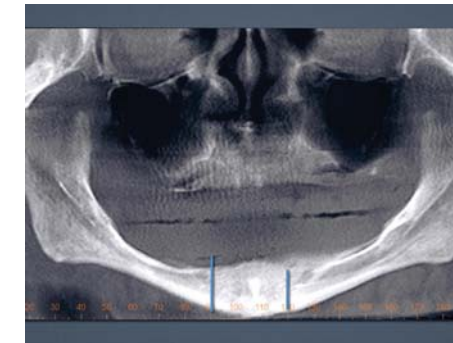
Панорамная рентгенограмма показывает демаркационные линии кпереди от ментальных отверстий, обозначающие анатомические границы установки имплантатов без риска повреждения нижнего альвеолярного нерва
